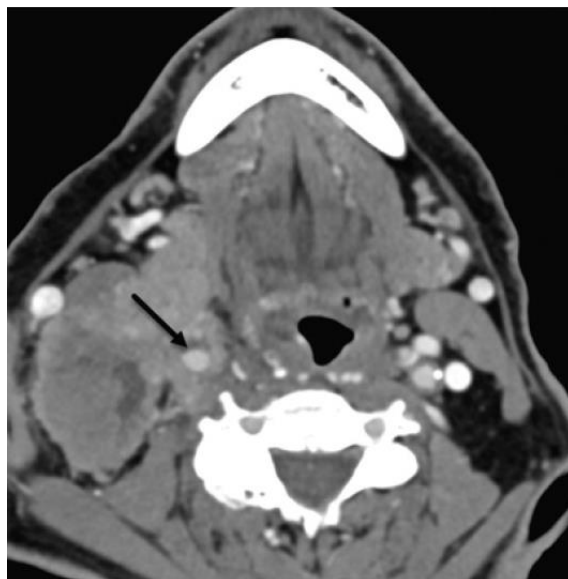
Laryngeal carcinoma with lymph node metastases on computed tomography. Massive necrotic cervical and retropharyngeal lymph node metastases are seen encasing the right internal carotid arteries (*arrow*).
